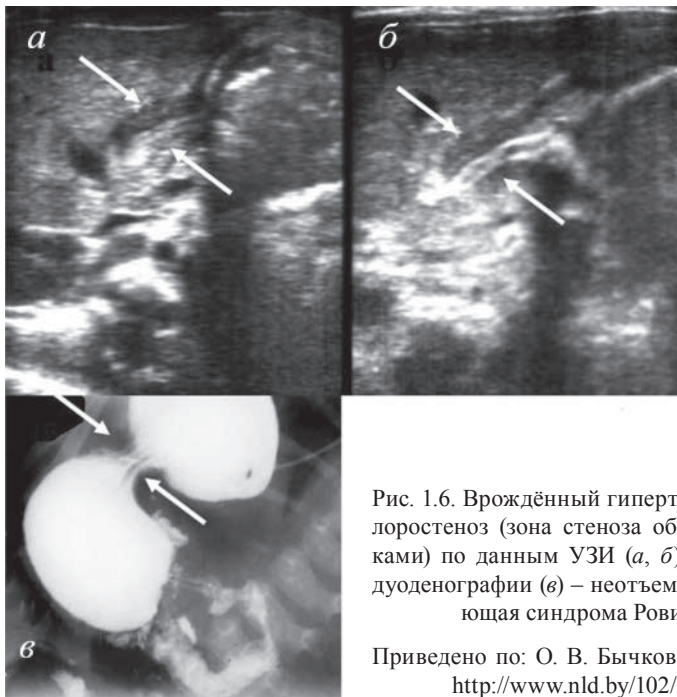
Врожденный гипертрофический пилоростеноз (зона стеноза обозначена стрелками) по данным УЗИ (а, б) и контрастной дуоденографии (в) – неотъемлемая составляющая синдрома Ровиральты
